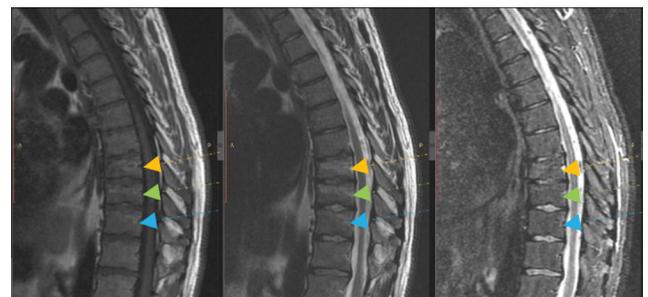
МРТ грудного отдела позвоночника через 3,5 месяца после перелома.
